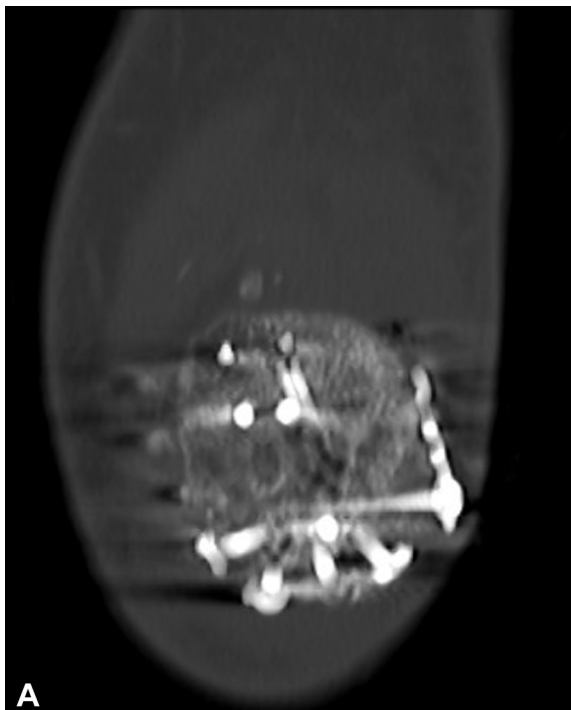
(A,B) Cortes coronal y sagital de TAC de rodilla, que evidencian adecuada reducción articular y signos de consolidación avanzada.
